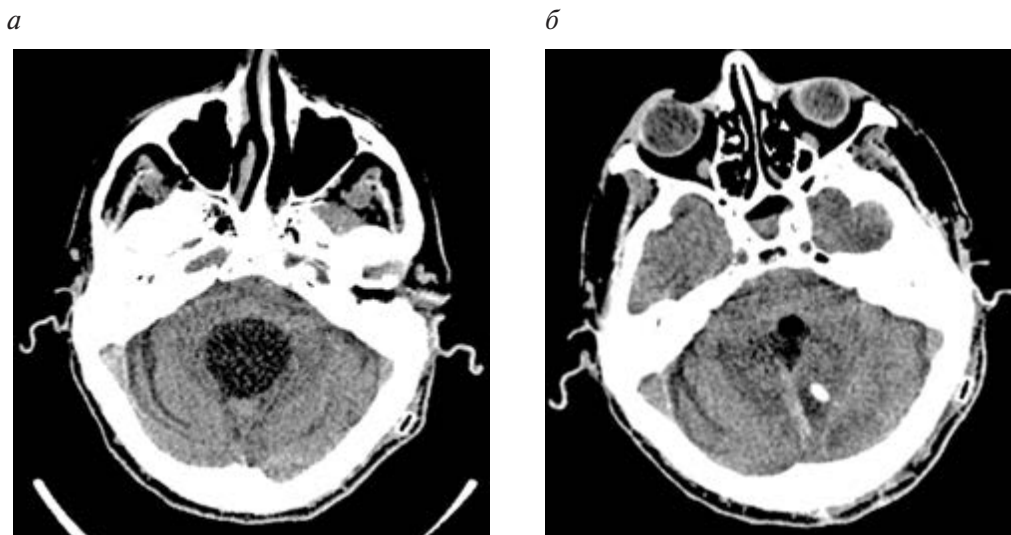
КТ головного мозга пациента Н.:
